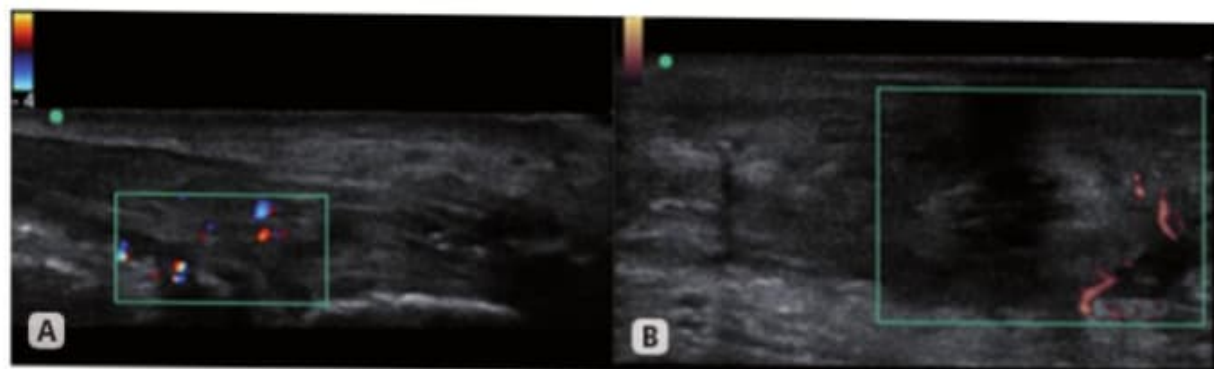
A) Doppler normal en tendón que muestra la microvascularización. B) El *power* Doppler muestra mayor sensibilidad para la detección de pequeños vasos.
